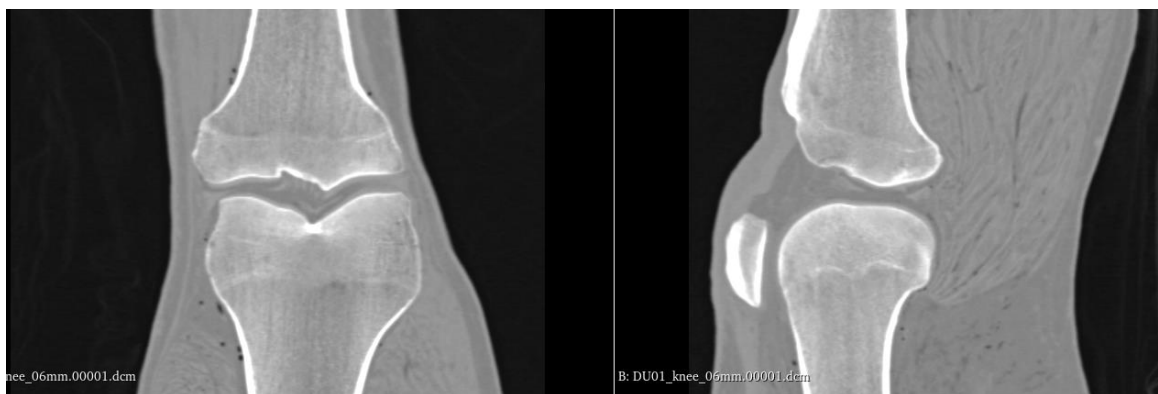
Tomografia computadorizada da articulação do joelho utilizada.
